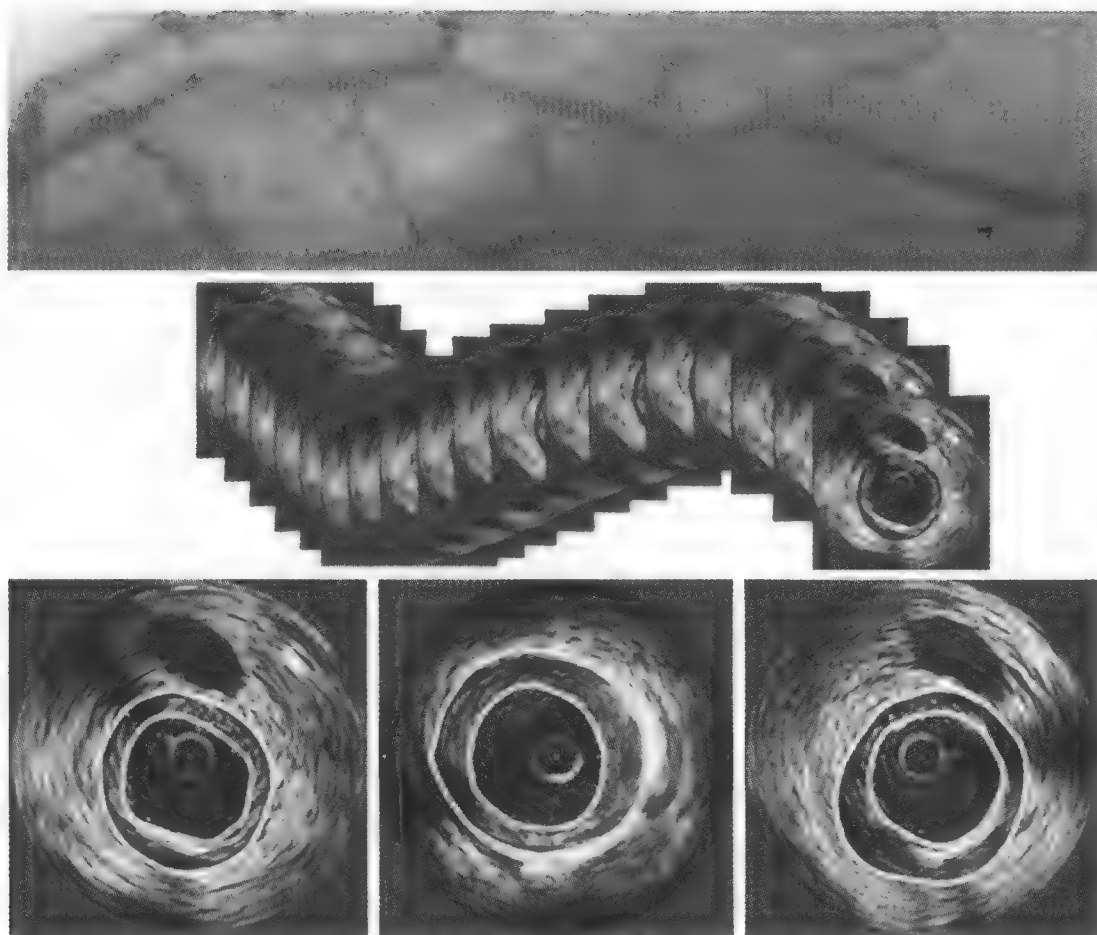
超声导管从动脉远端回撤过程中，超声探头获得的连续影像（上图）。这样产生了一组动脉壁的横截面图像（中图）。每隔1mm选取一幅图像进行精确测量（下图）。
